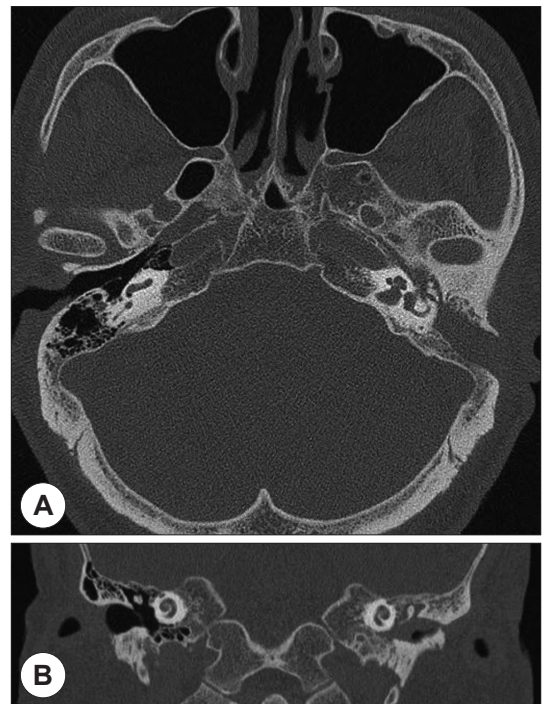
Axial image (A) and coronal image (B) of temporal bone CT. Left middle ear cavity is filled with soft tissue. Mastoid antrum on the left is also filled with soft tissue mass and mastoid air cells are not present. CT : computed tomography.
